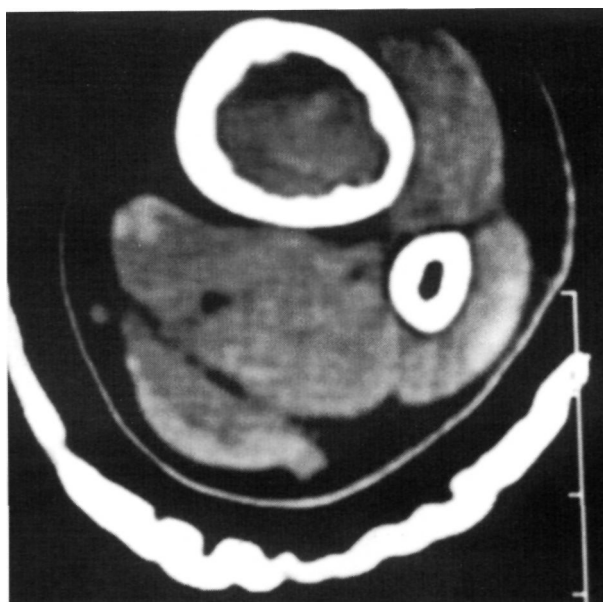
Corte de TC, donde se observa con mayor detalle la lesión lítica expansiva en la metáfisis distal de la tibia con la presencia de un nivel líquido y sin masa de partes blandas.
